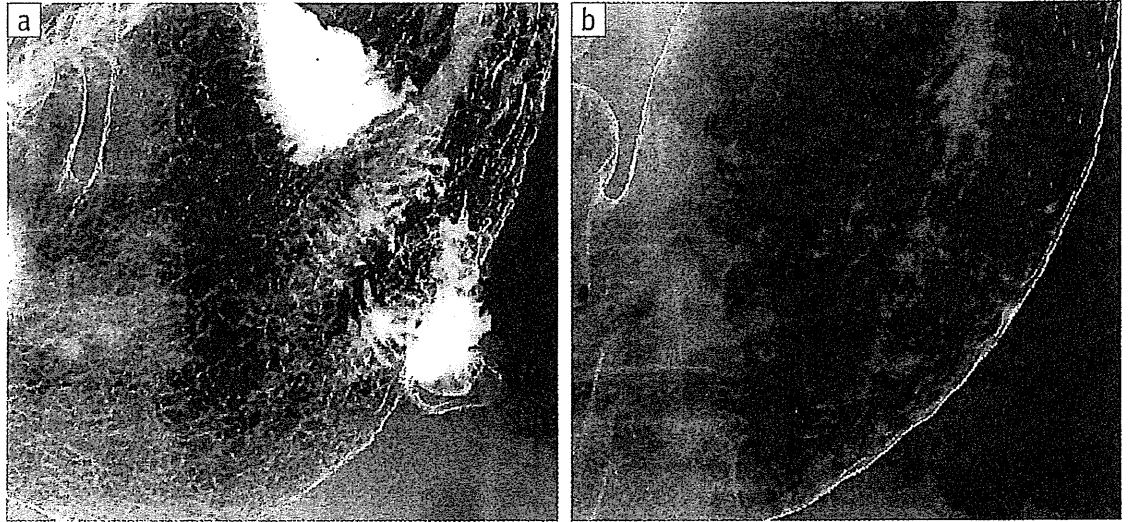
40歳代女性，Hp除菌前後の胃X線像 (a：除菌前 b：除菌後)
